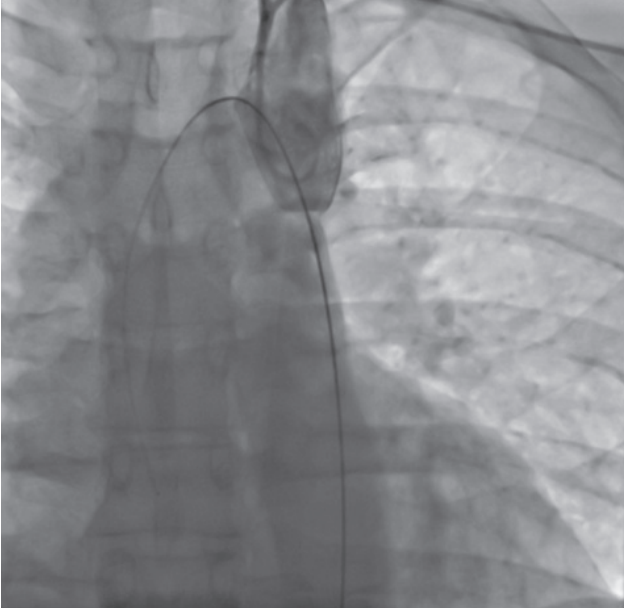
Aort koarktasyon segmentinin kaybolduğu ve başarılı tedavi, işlem sonrası aortografide net olarak seçilmektedir. Poststenotik dilataşyon stent bitiminde izlenmektedir.
